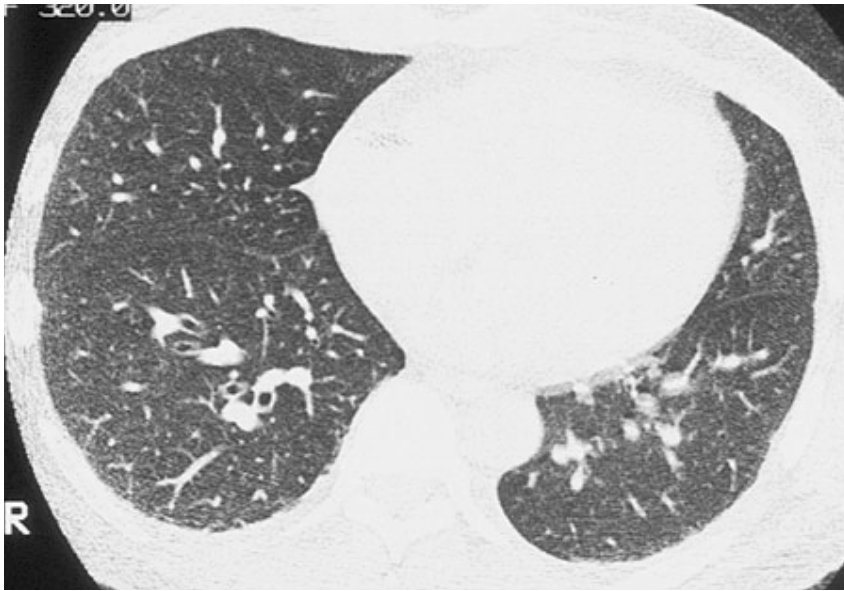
Un paciente de 50 años con leucemia mielocítica crónica. La TC de alta resolución a nivel del bronquio basal no muestra hallazgos anormales excepto por la prominencia leve de las arterias pulmonares periféricas. Este paciente presentó disnea e hipoxia (PaO_2 55 mm Hg) cuando su recuento de glóbulos blancos alcanzó $54\,000 \times 10^8/\text{l}$. Luego de comenzada la quimioterapia, el recuento de leucocitos disminuyó y la disnea desapareció. Se pensó que este paciente padecía de leucostasis.
